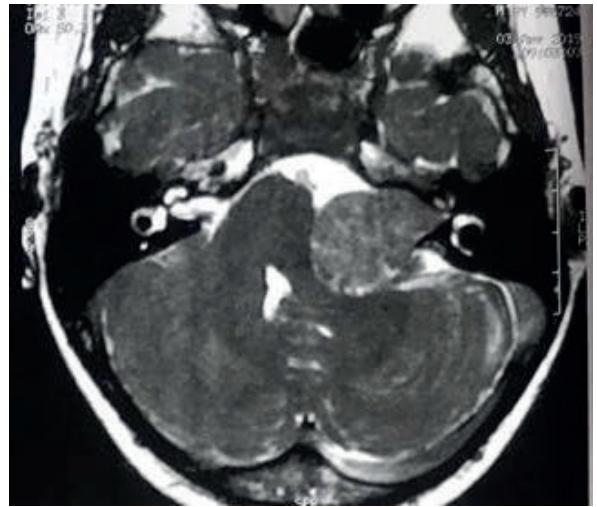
RM ponderada em T2 evidenciando lesão expansiva em ângulo pontocerebelar à esquerda, compatível com schwannoma vestibular, além de ausência de líquido cefalorraquidiano no fundo do meato acústico.
